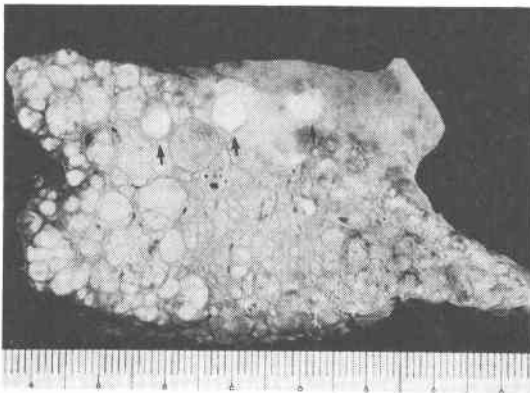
症例12の切除肝の軟線X線像。3個の娘結節(太矢印)に加えて、数個の微小娘結節にLipiodolの集積がみられる(細矢印)
